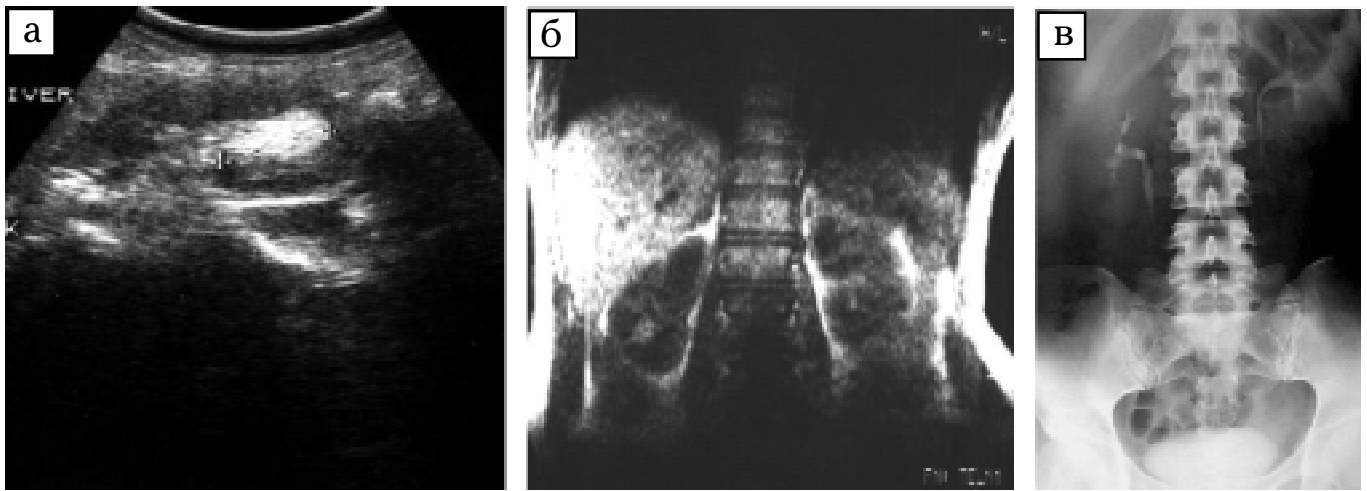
Хвора Т., 34 р. Ангіоміоліптома лівої нирки: а — УЗТ. У паренхімі та синусі нижнього сегмента типова АМЛ розмірами 21 × 34 мм з типовою картиною судин; б — МРТ III MMSE T1 3/3 (типова картина). Висока ІС від жирового вмісту пухлини; в — ВВУ (15 хв). Ознак пухлини у нирці немає
